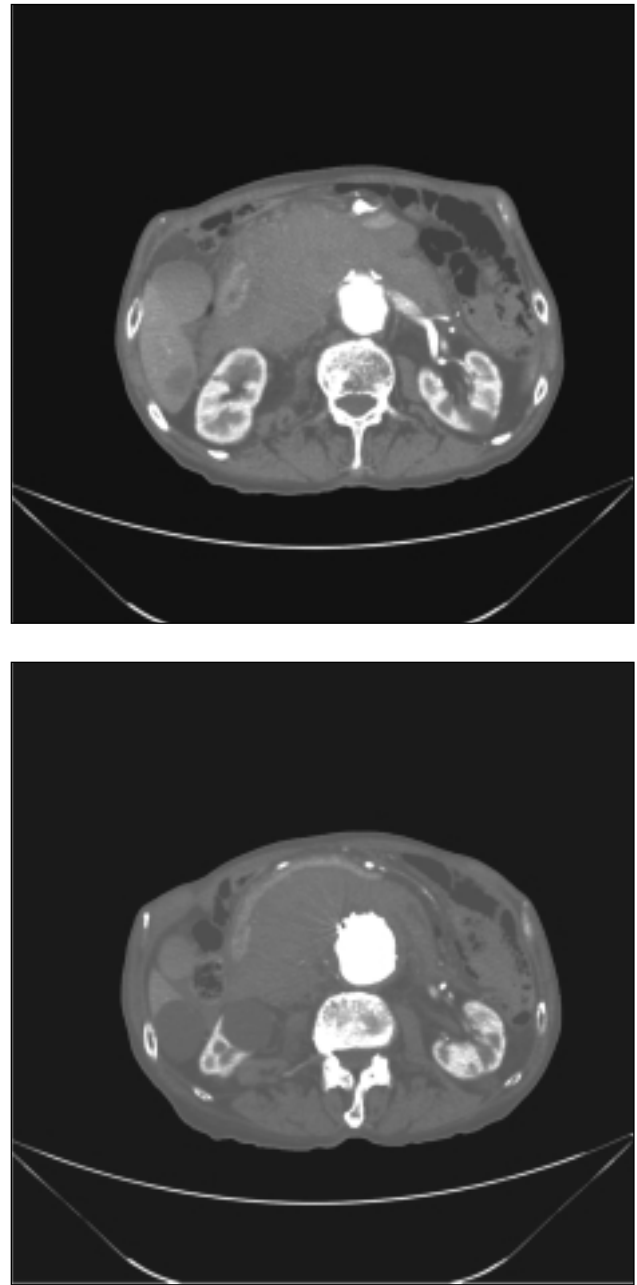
a) e b): TC: rottura dell'AAA, con ematoma para-aortico
